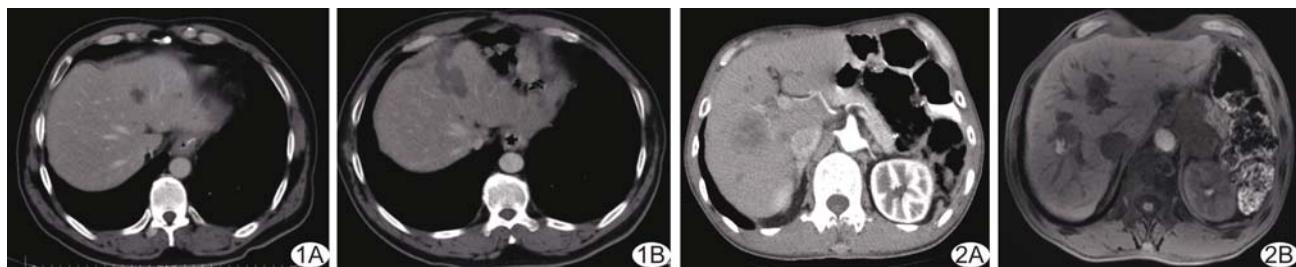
患者男,52岁,胃癌3年 A.增强CT示肝转移灶位于S4段,考虑胃癌肝转移;B.RFA治疗后1个月,复查增强CT示S4段肝转移灶完全灭活,无强化
